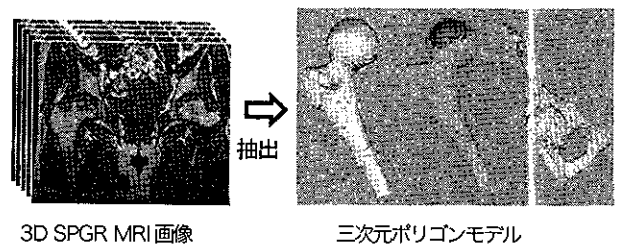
3D MRI 画像からの三次元モデルの抽出・作成
